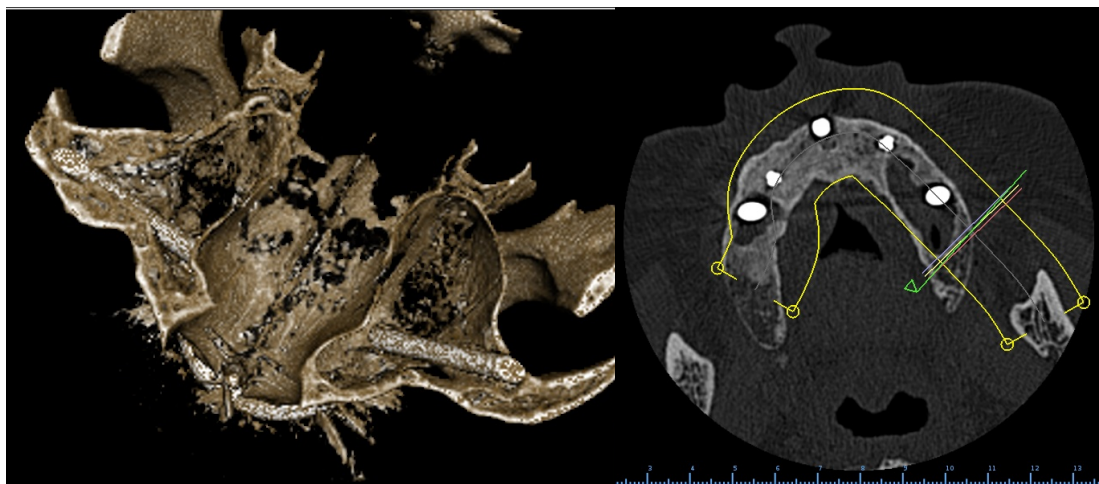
(esquerda) Corte transversal da TAC com visualização dos implantes zigomáticos.
